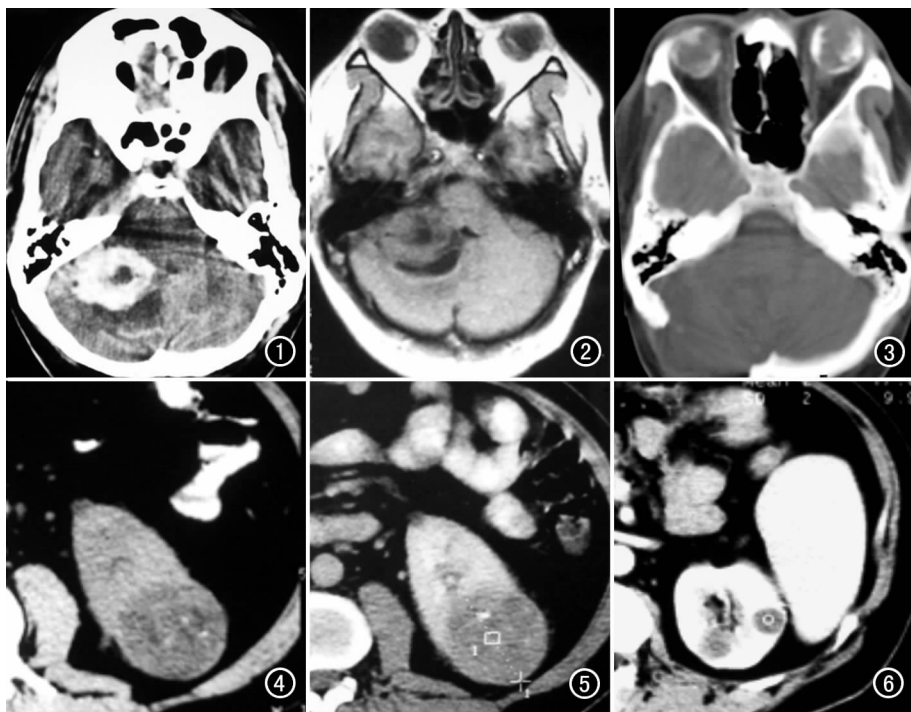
CT 增强示右侧小脑半球占位性明显, 有明显强化, 中央囊变区无明显强化, 考虑右侧小脑半球血管母细胞瘤。图 2 MR T₁WI 示右侧小脑半球占位性病变呈等、低信号, 脑干受压变形。图 3 CT 平扫示双眼视网膜钙化, 右侧小脑术后改变。图 4 CT 平扫示左肾上极可见一低密度肿块影。图 5 增强扫描示左肾上极肿块轻度强化。图 6 CT 增强示左肾多发错构瘤, 强化较明显。
